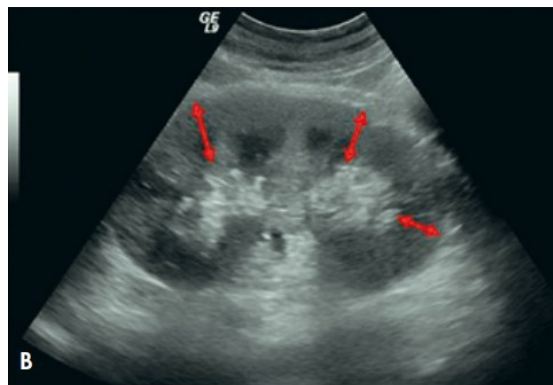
Ecografia di rene che evidenzia in rosso lo spessore parenchimale. [15]
